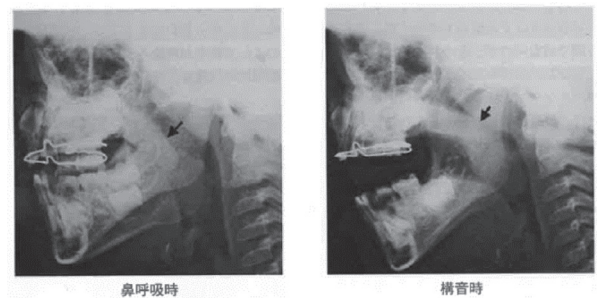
鼻咽腔閉鎖機能良好例の顔面側面軟部X線撮影
